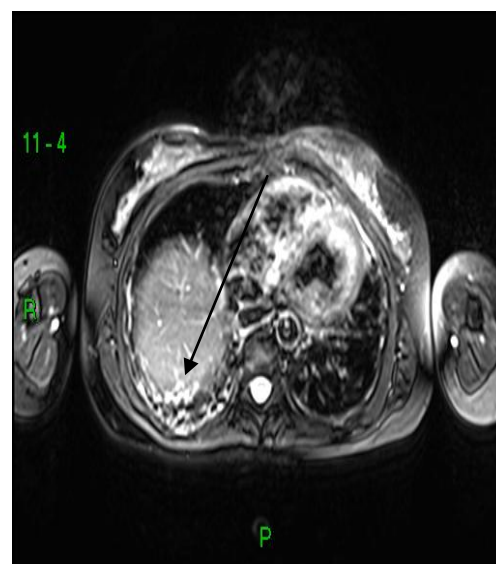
RM PULMONAR DE PACIENTE II DO ESTUDO
